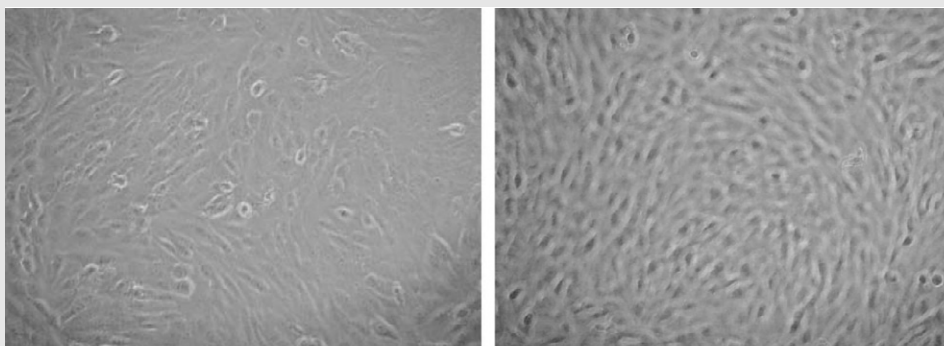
MG 63 osteosarcoma cells cultured with Intermediate Restorative Material (IRM, left) and ProRoot MTA (right), which shows different cellular response.
